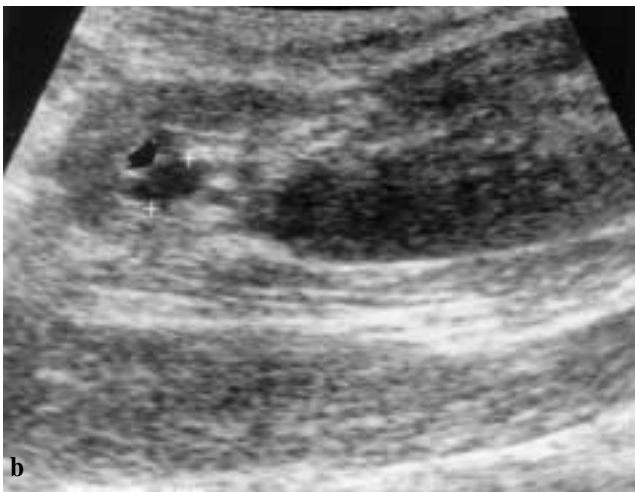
Trombosis de la arteria renal. Falso positivo de trombosis de la arteria renal en un trasplante "en bloque". a) Doppler color que muestra una buena vascularización. b) Una semana más tarde hay ausencia de color en el estudio ecográfico. En la cirugía se encontró torsión del pedículo vascular.
